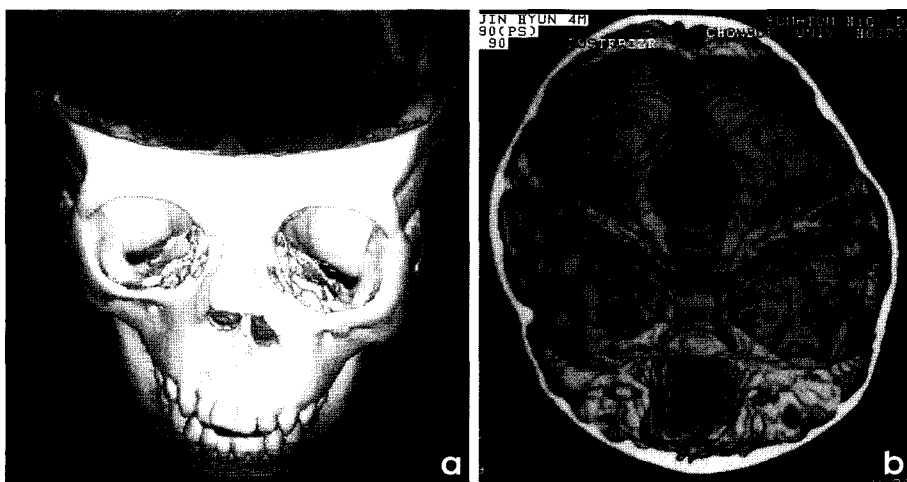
3D-CT (a,b) scans show clover-leaf appearance or digital impression of the cranium. The convolitional space markings are remarkable.
